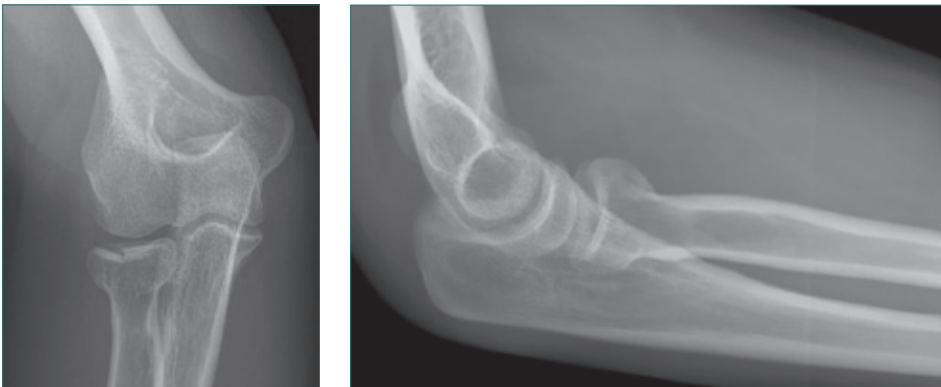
a und b Röntgenbild einer Radiuskopffraktur mit sichtbarer Gelenkstufe
